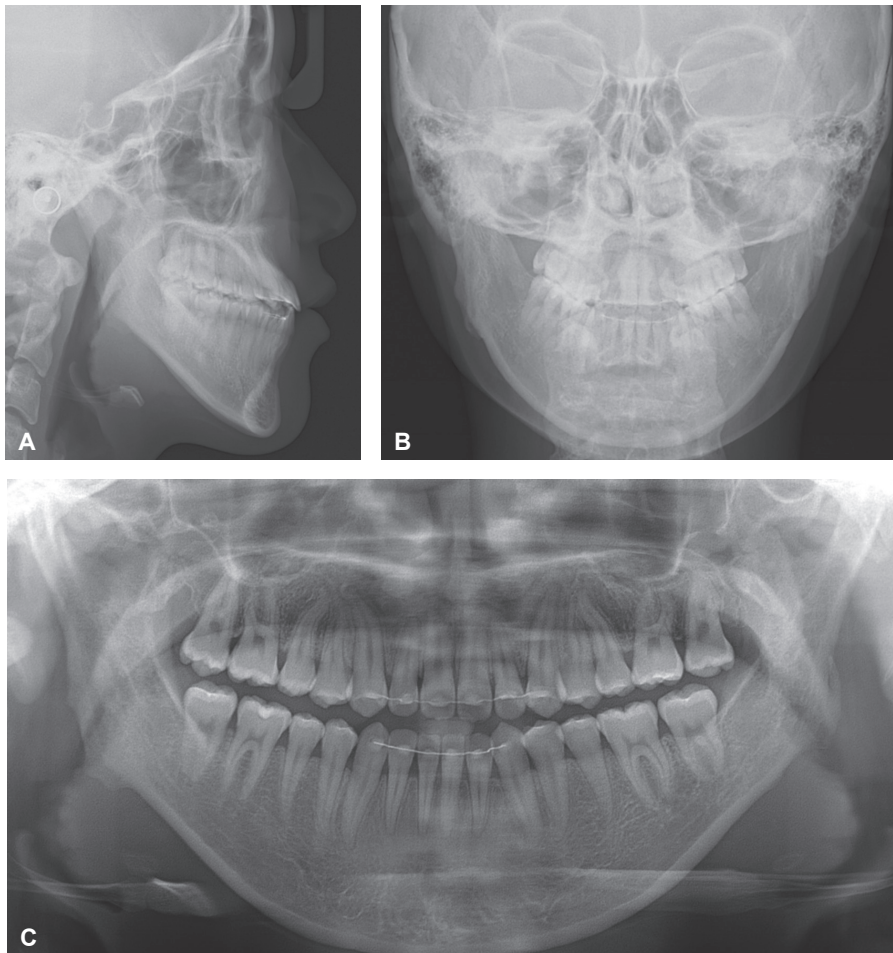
Images of posttreatment lateral cephalogram (A), posteroanterior cephalogram (B), and panoramic radiograph (C).
